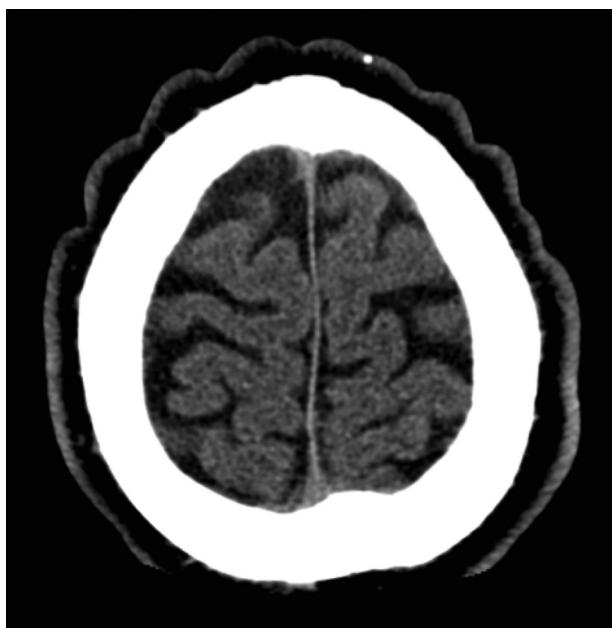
TC cerebral. Pliegues cutáneos irregulares (paciente 1).
